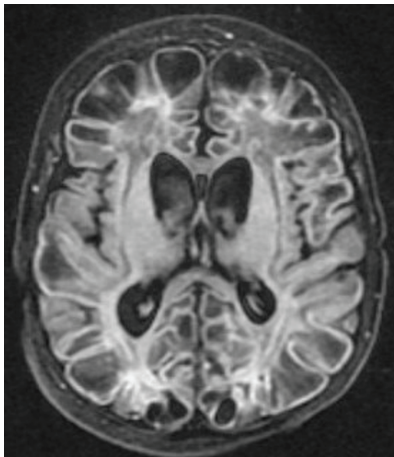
МРТ головного мозга у пациента 3 месяцев, гестационный возраст 39 нед. и 2 дн., аксиальный срез, последовательность T2 FLAIR (с подавлением свободной жидкости). Определяется диффузная кистозно-глиозная энцефаломалиция супратентариального вещества головного мозга. Собственное клиническое наблюдение
